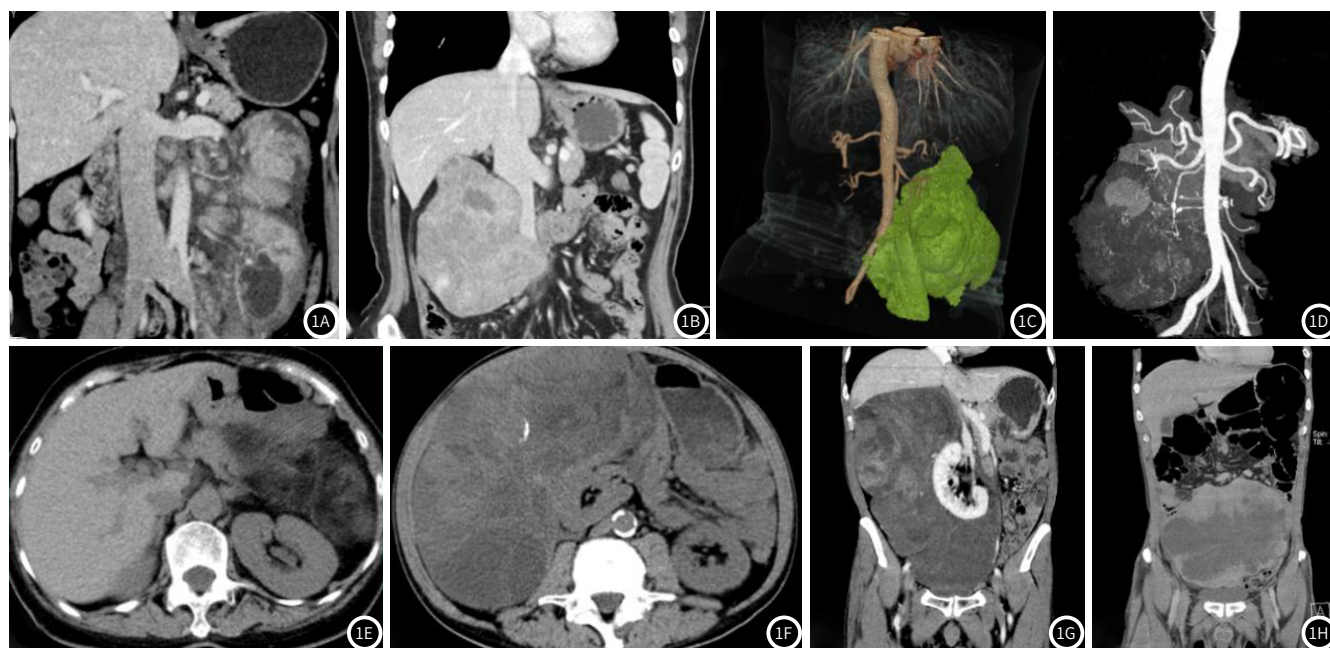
图1H 平滑肌瘤、平滑肌肉瘤及脂肪肉瘤病例CT图像。图1A为平滑肌瘤(病例1):肿瘤包绕腹膜后血管及左肾门,增强扫描强化不均伴液化坏死区;图1B-1D为平滑肌肉瘤(病例11),1C为VR重建,1D为MIP图像:右中上腹软组织肿块,边缘呈分叶状,增强扫描强化不均,内见无强化低密度区,病灶内侧部分紧贴下腔静脉,胰头钩突及邻近肠腔受压推移;图1E为高分化脂肪肉瘤(病例5):肿瘤内部见较多脂肪密度影;图1F-1G为去分化脂肪肉瘤(病例9):图1F中可见肿瘤实质内有短条状钙化影,图1G显示肿瘤巨大、强化不均,肝脏受压前移,右肾左移;图1H为去分化脂肪肉瘤(病例10):肿瘤呈囊实性,内未见明显脂肪密度。
